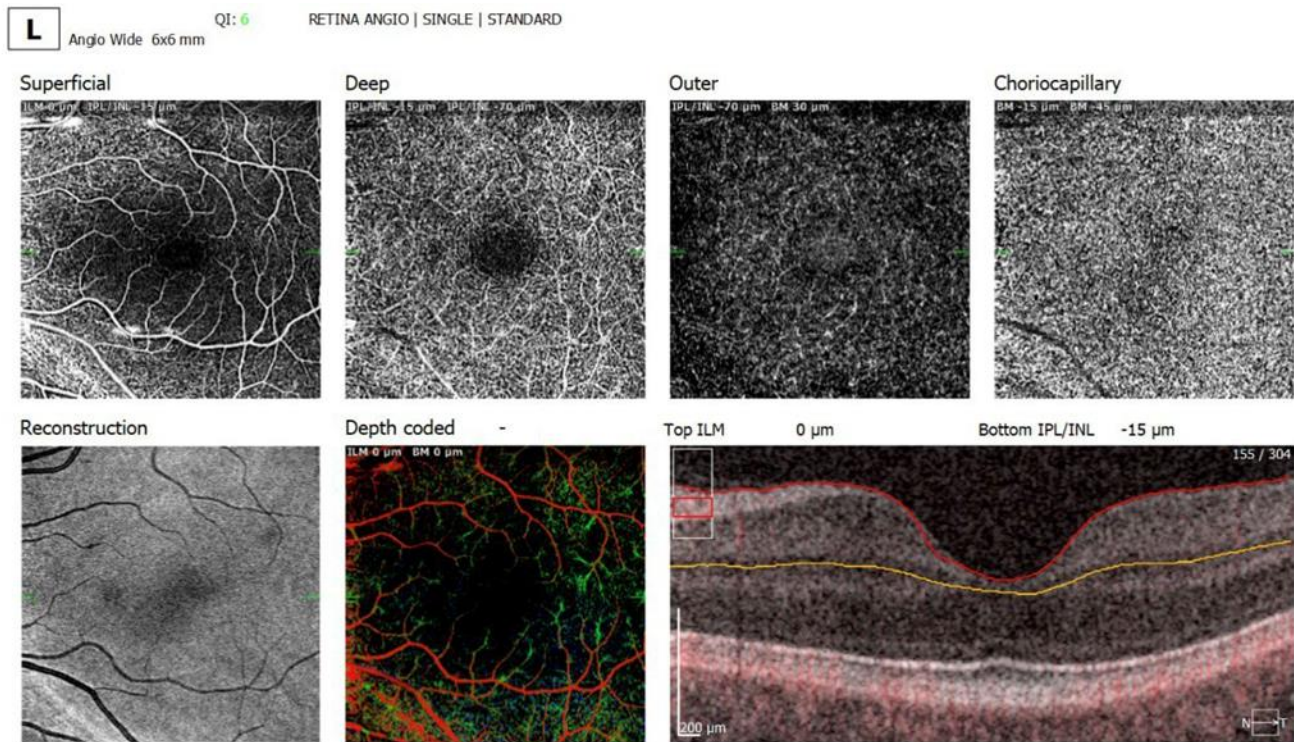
Зображення оптичної когерентної томографії ангиографії (ОСТ-А) ураженого ока пацієнта I групи у доопераційному періоді.
